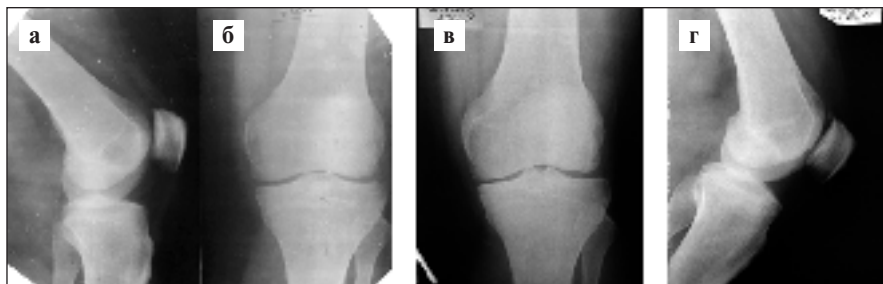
Рентгенограммы левого (а, б) и правого (в, г) КС (2011 г.)
